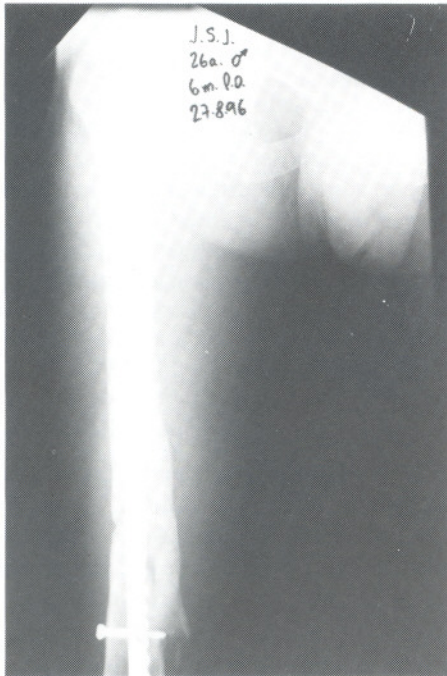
HIB: radiografia do fêmur direito com consolidação.
